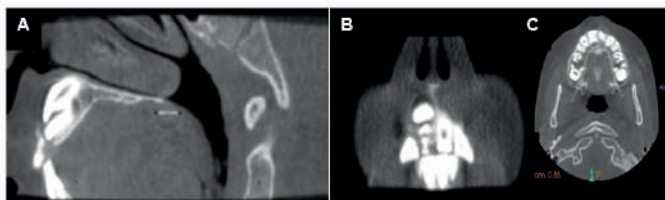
A, B, C – Tomografia computadorizada evidenciando a lesão cística
